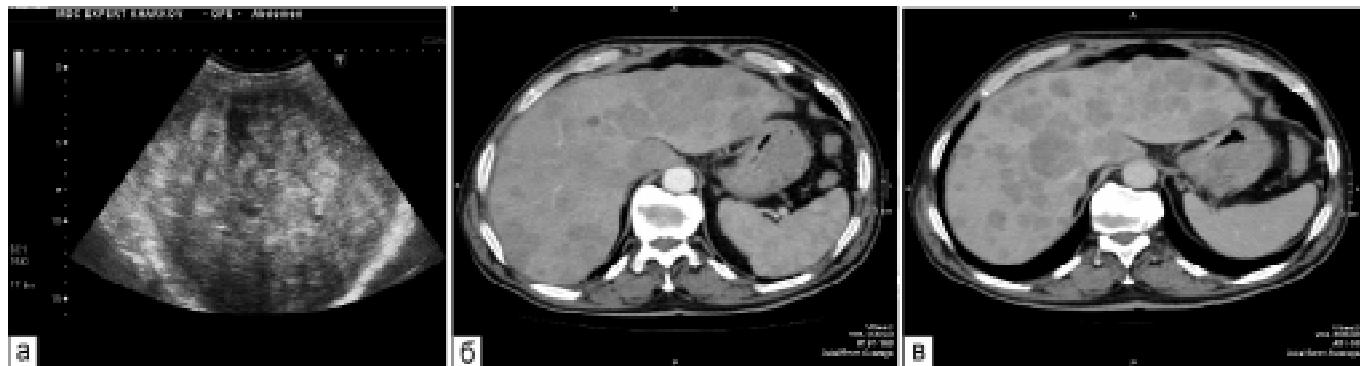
Пацієнтки Н., 48 років: а — УЗД. Множинні гіперехогенні метастази у печінку з раку яєчників; б — КТ з контрастним підсиленням, аксіальна проекція, артеріальна фаза. Множинні гіподенсивні метастази у печінку з раку яєчників; в — КТ з контрастним підсиленням, аксіальна проекція, венозна фаза. Множинні метастази у печінку з раку яєчників
